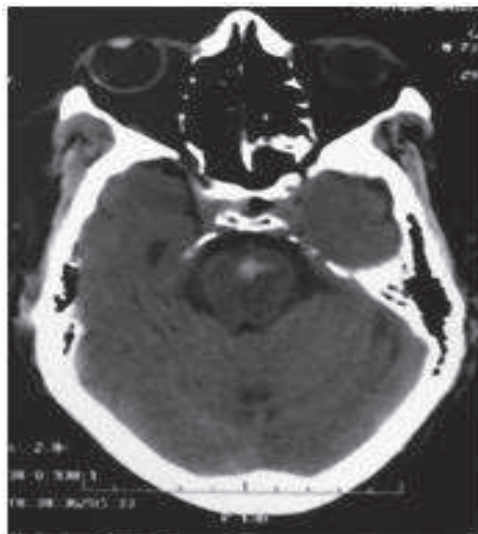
TDM en coupe axiale montrant l'HSD bilatéral.
